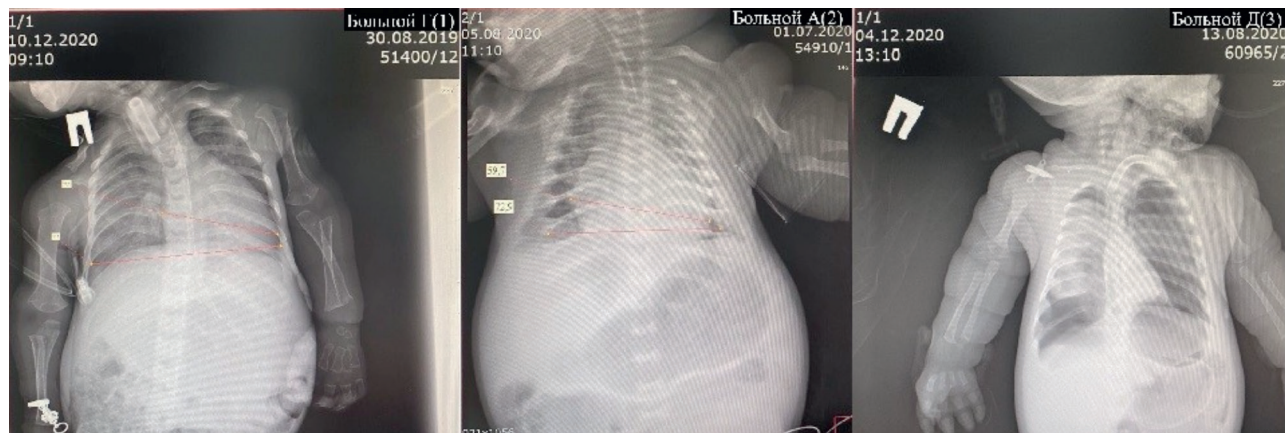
Сравнительная характеристика рентгенограмм органов грудной полости троих больных с ахондроплазией.
